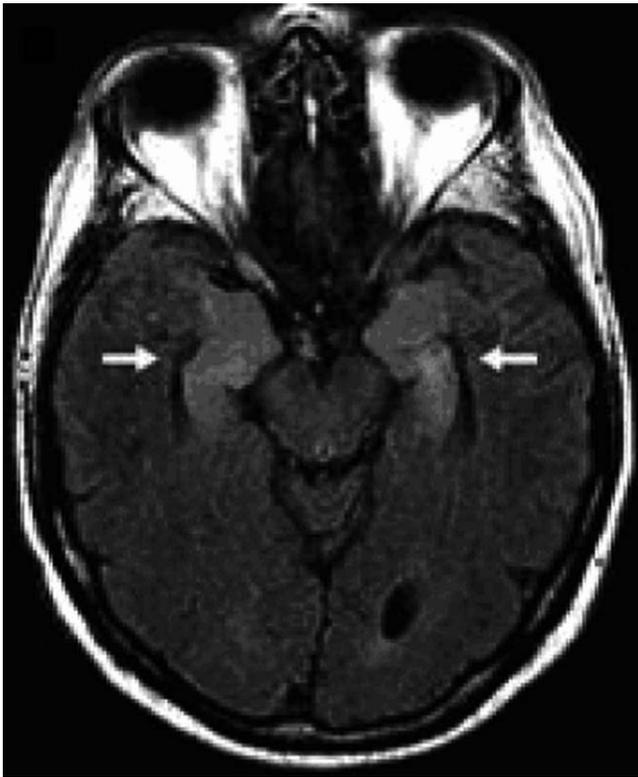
IRM axiale FLAIR : hypersignal des têtes des deux hippocampes
